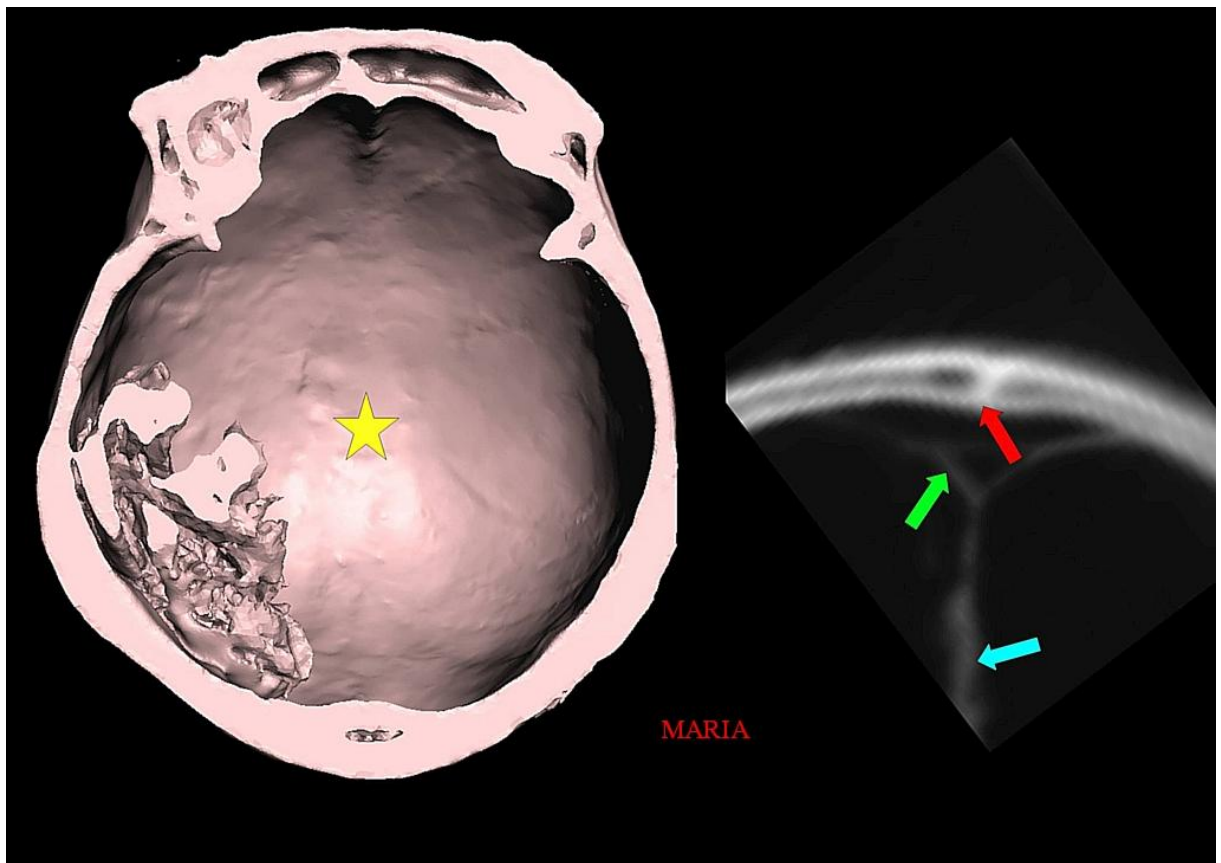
Reconstrucción 3D por tomografía computarizada (TC) (izquierda) de la bóveda craneal de 'Maria' que muestra una superficie lisa en la lámina interna del cráneo sin sutura sagital visible (ubicación esperada marcada con estrella amarilla). Se encontró remanente cerebral en el lado derecho. En el corte coronal 2D por TC (derecha), se pudo identificar la sutura sagital fusionada (flecha roja) con tablas interna y externa del cráneo continuas. También se pudieron identificar el seno sagital superior (flecha verde) y la hoz del cerebro (flecha azul).
